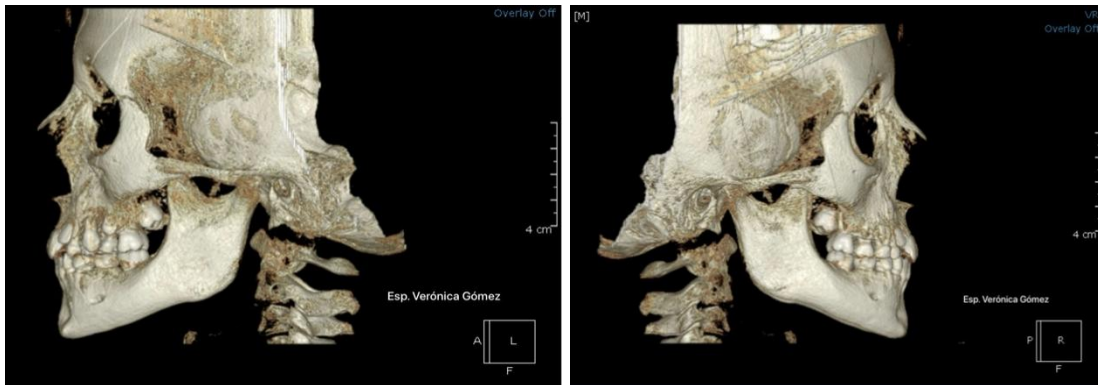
Tomografía lado izquierdo y derecho en oclusión.
